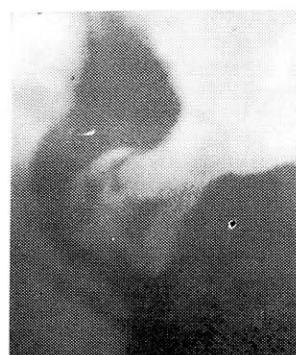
Рентгенограмма дистальных сегментов пищевода и верхнего отдела желудка больного К. в горизонтальном положении на спине с небольшим поворотом в первое косое положение. На переднелевой стенке абдоминального сегмента пищевода, расположенного в заднем средостении, определяется «ниша» размером около 0,8 см в диаметре с выраженным воспалительным валом вокруг и конвергенцией к ней отечных складок слизистой.
